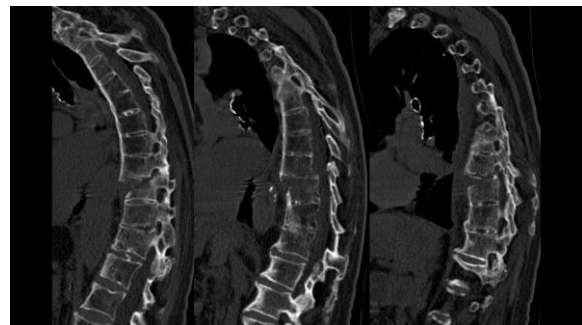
CT Scan Pasien dengan Subtipe B2 Thoracolumbar Spine Injury (Vaccaro *et al.*, 2013)
